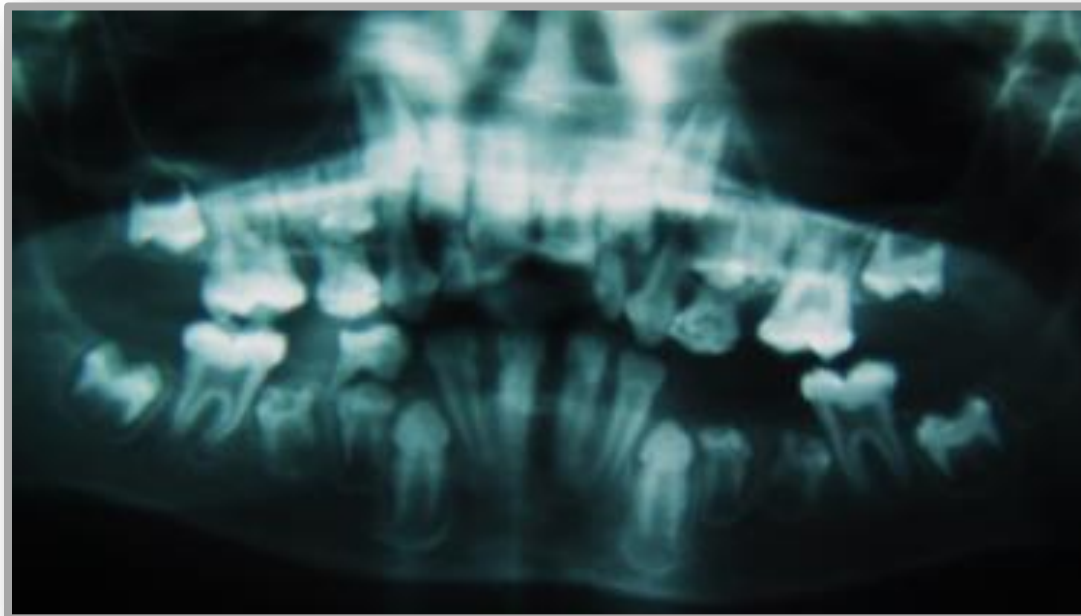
Radiografía panorámica, se observan cámaras pulpares alargadas y coronas anormales
